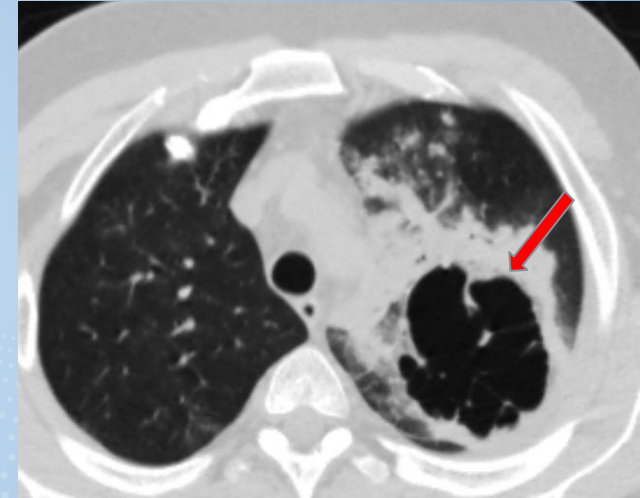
Tuberculosis pulmonar. Tomografía de tórax ventana parenquimatosa: masa cavitada con presencia de tabiques en su interior (flecha roja).
